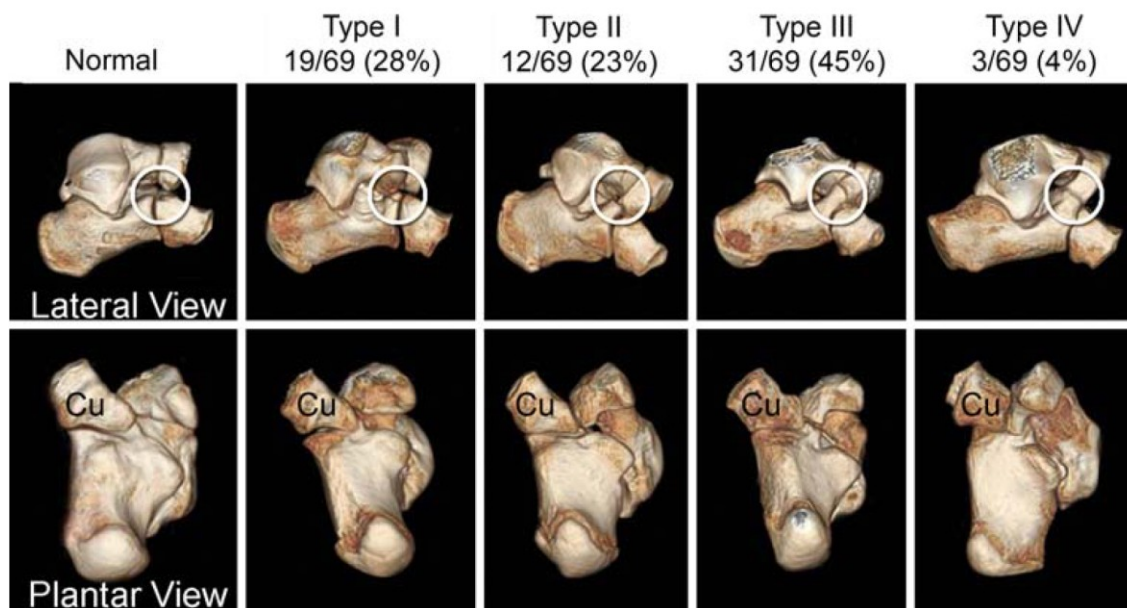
Томографическая классификация пяточно-ладьевидных коалиций
